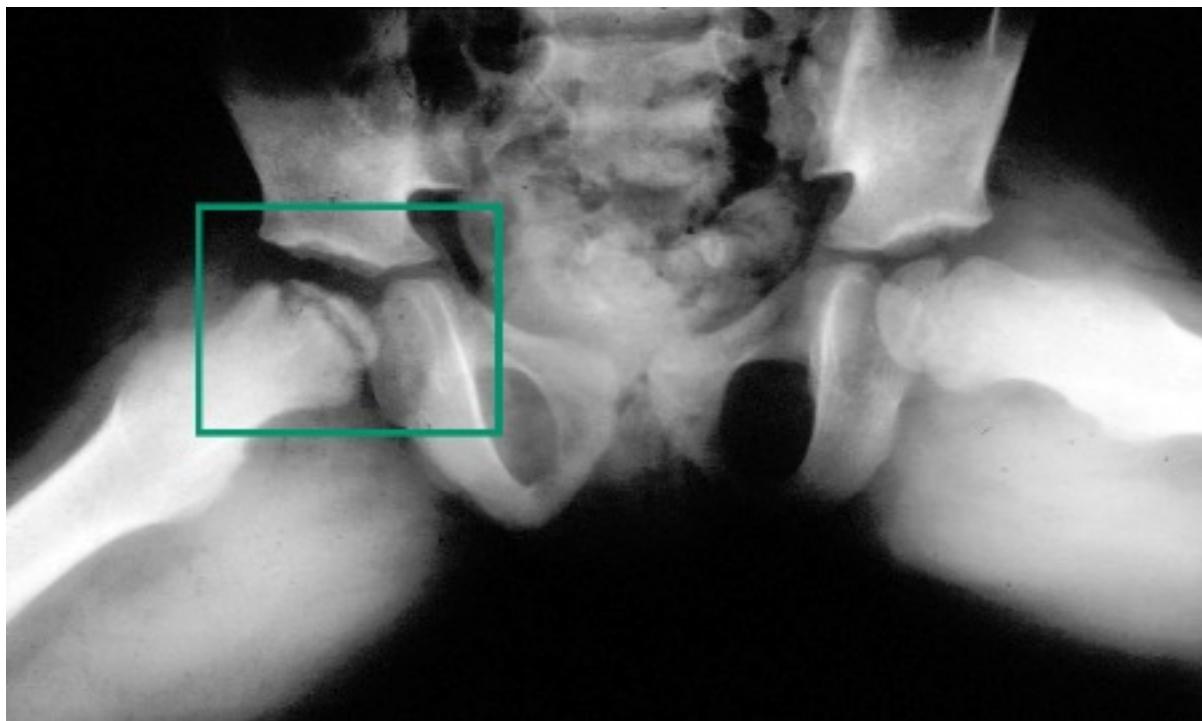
Doença de Legg-Calvé-Perthes: quadril direito à radiografia
